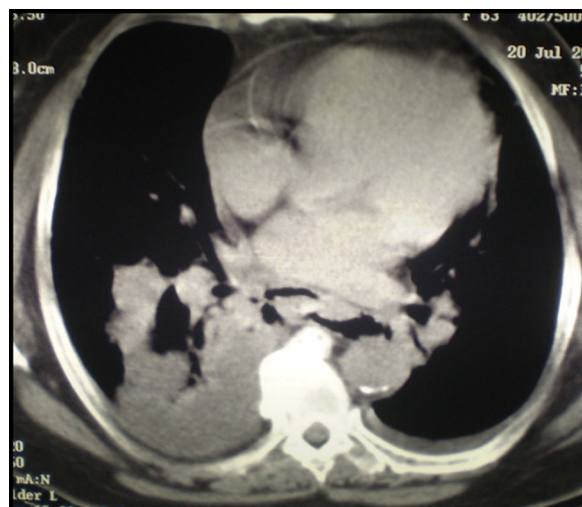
Tomografía de tórax donde se observa enfisema mediastinal y derrame pleural derecho.
